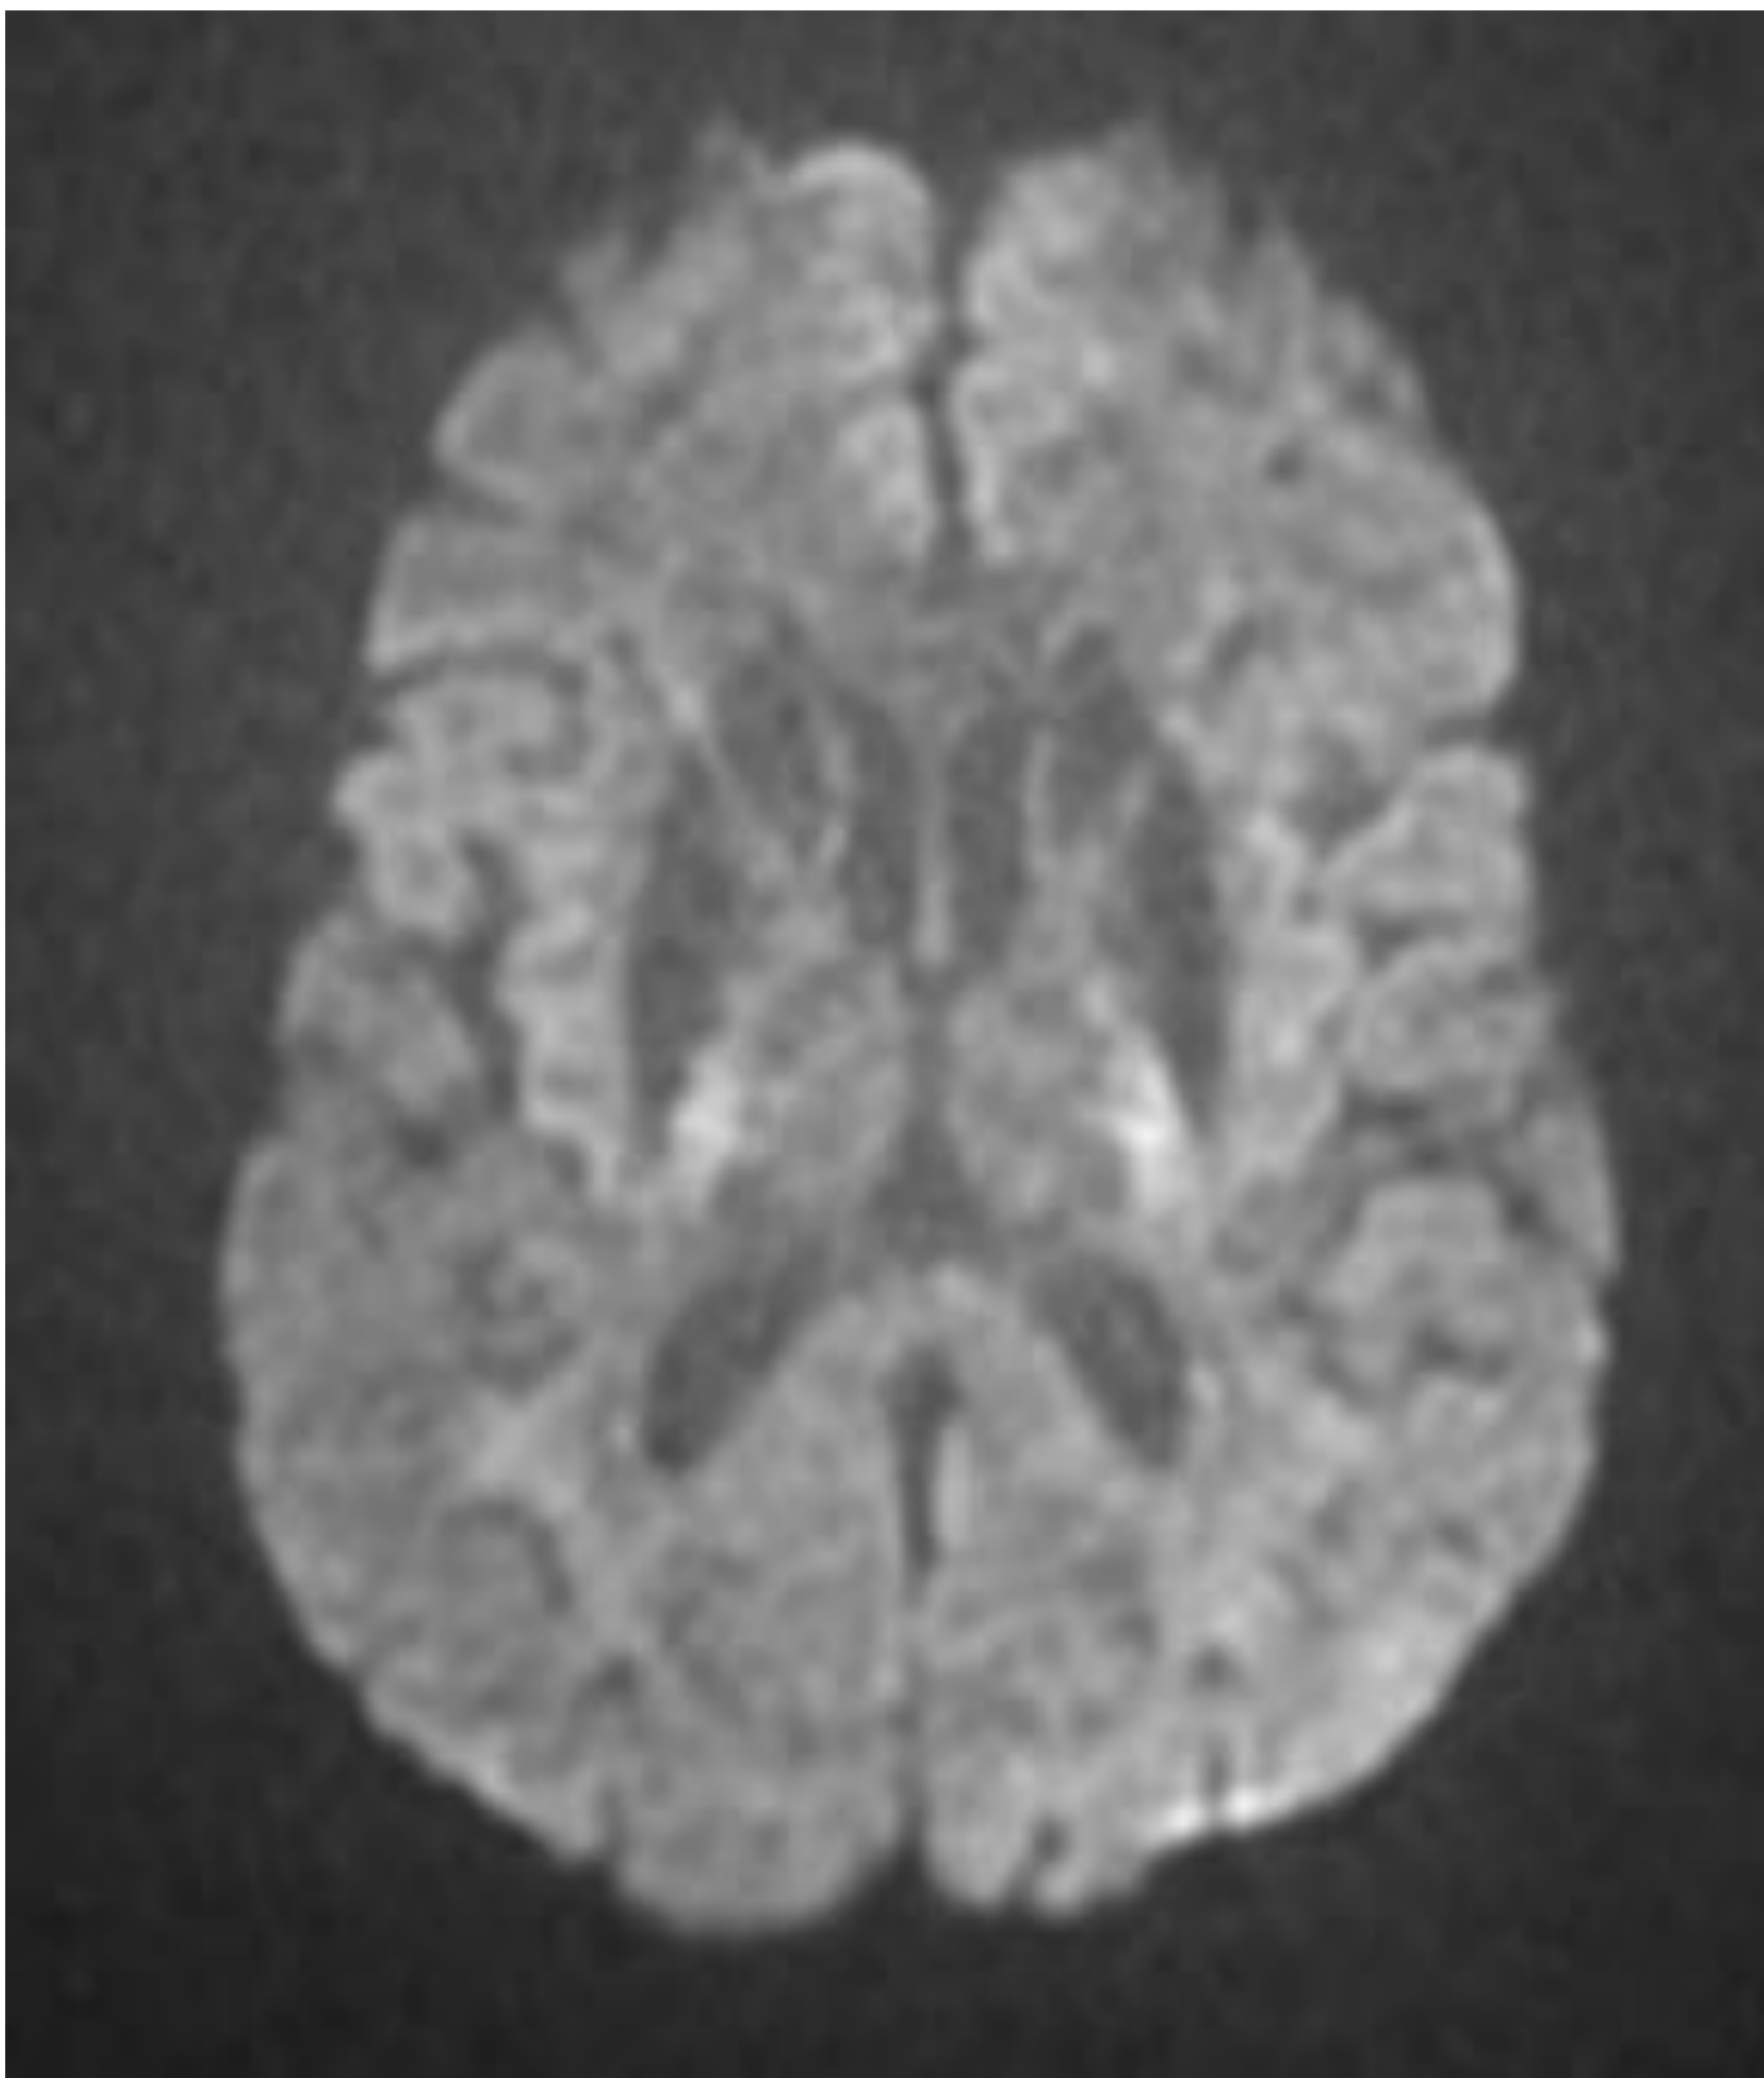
Corte axial de RM T1. Fíjese la hiperintensidad simétrica y bilateral de los núcleos de la base
